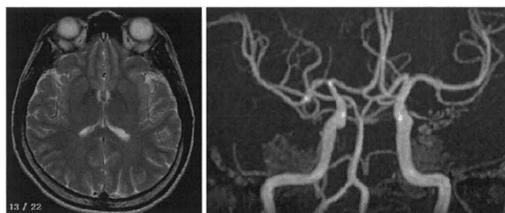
症例 5. 頭部 MRI (左) では、あきらかな異常を認めないが、MRA で右中脳動脈 (MCA) 起始部に狭窄部を認める。
